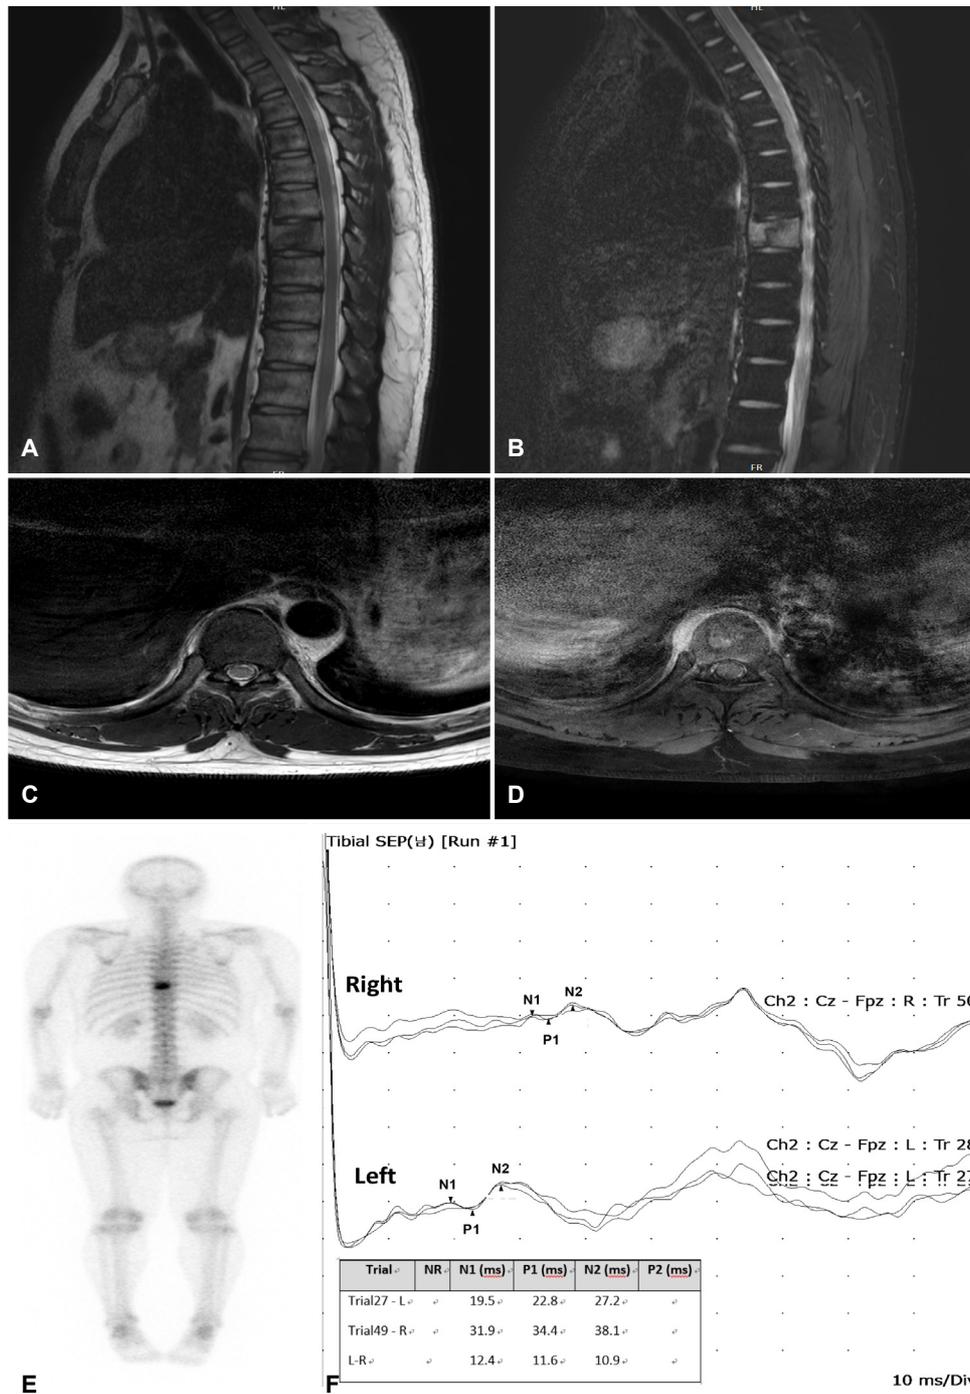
Magnetic resonance imaging of thoracic spine showed osteolytic mass in T8 vertebral body suggestive of primary bone tumor or atypical infectious conditions. (A) Intermediate signal intensity was observed in T8 vertebral body on T2-weighted sagittal image, and (B) homogenous enhancement was observed in T8 vertebral body on gadolinium-enhanced sagittal image, (C) there were no structural lesions involving thoracic spinal nerve roots on T2-weighted axial image, and (D) gadolinium-enhanced axial image. (E) Bone scan revealed intense radiotracer uptake in T8 spine. (F) Dermatomal somatosensory evoked potentials at T8 level showed prolonged latencies and lower amplitude of cortical evoked potentials in right side than in left side on right T8 dermatome stimulation. SEP; somatosensory evoked potentials, N1; onset latency of cortical response, P1; first positive peak, N2; second negative peak, NR; no response, L; left, R; right.
